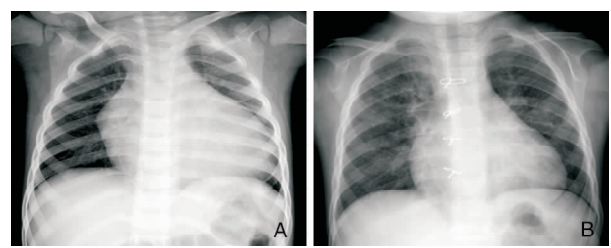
X线胸片 A:右房、右室扩大,心胸比率0.73;B:心影较术前小,心胸比0.62。
